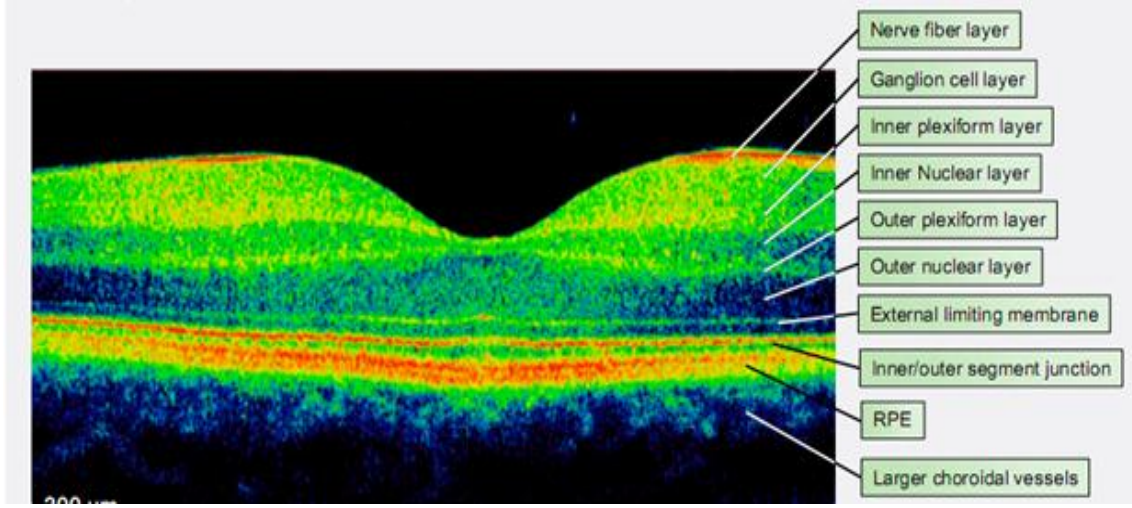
Optik koherens tomografi teknolojisindeki gelişmelerle görüntü kalitesindeki değişimler[14]
